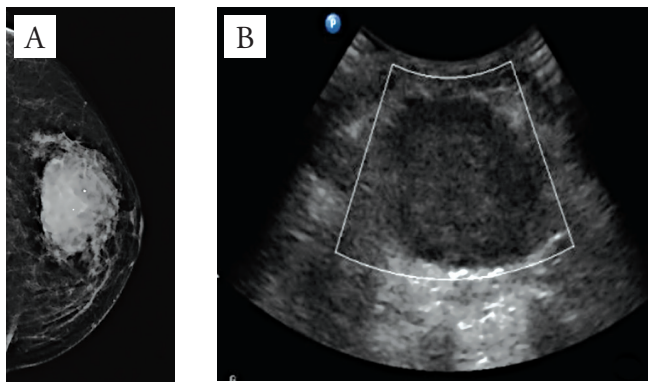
(A) Mamografia e (B) ultrassonografia demonstrando tumoração de 55 mm
